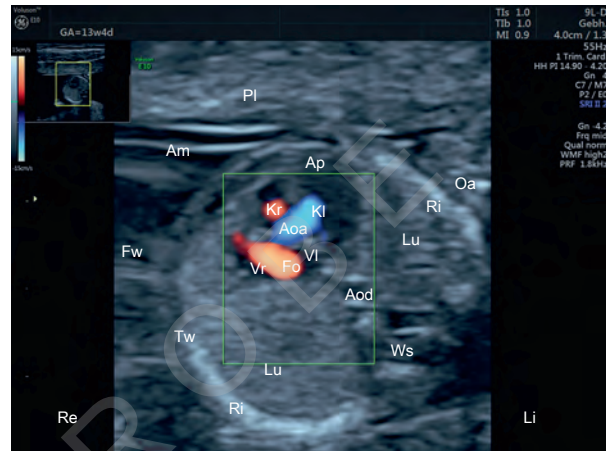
Thorakaler Transversalschnitt, Fünfkammerblickebene, Farbdoppler, 13 + 4 SSW. Am = Amnion, Aoa = Aorta ascendens, Aod = Aorta descendens, Fo = Foramen ovale, Fw = Fruchtwasser, Kl = Kammer links, Kr = Kammer rechts, Lu = Lunge, Oa = Oberarm, Pl = Plazenta, Ri = Rippe, Tw = Thoraxwand, Vi = Vorhof links, Vr = Vorhof rechts, Ws = Wirbelsäule, Re = rechts, Li = links.
